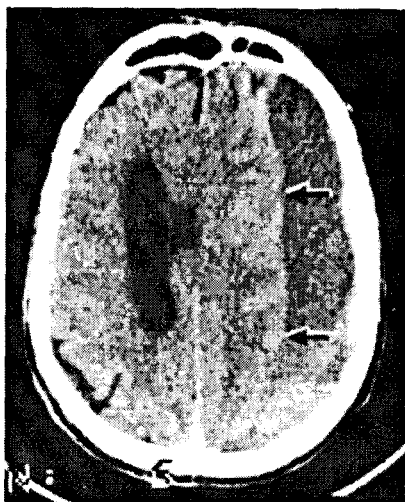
CT-scan: Hematom cronic subdural de emisfer stâng.
